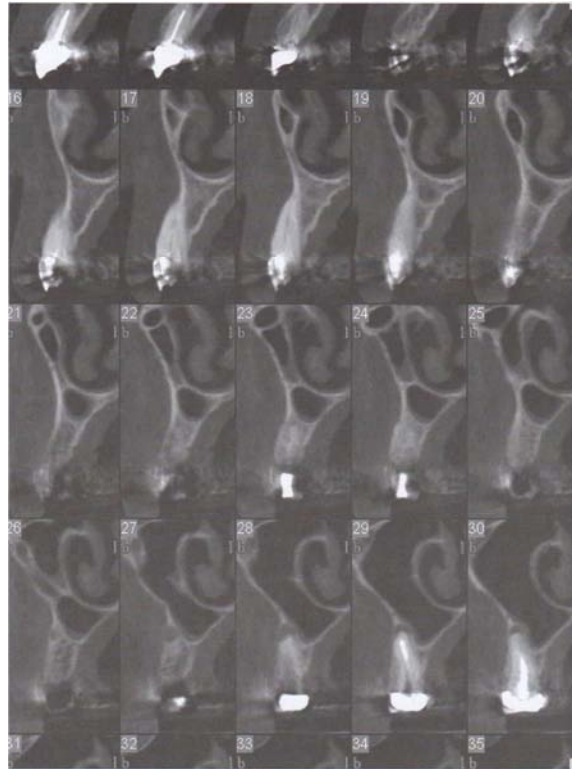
Autre exemple de coupes obtenues par imagerie à faisceau conique *cone beam* [HODEZ C., BRAVETTI P. ; 2010]
